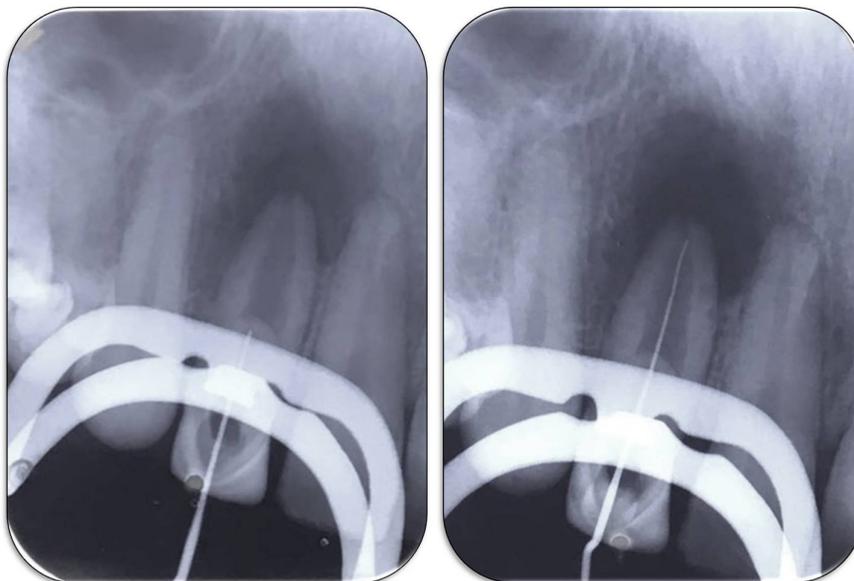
Radiografia de diagnóstico e rastreamento da fístula. Fonte : elaborada pela autora do caso.
